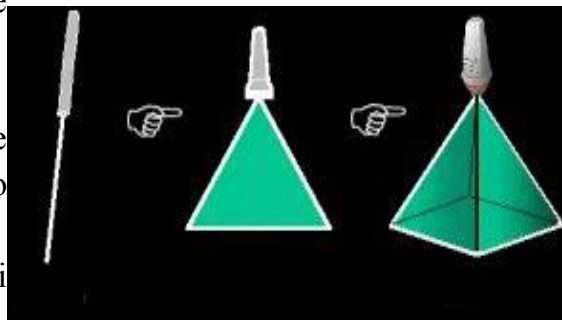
Differenza di emissione del fascio ultrasonico in ecografia 1D, 2D e 3D (tratta da [6])
